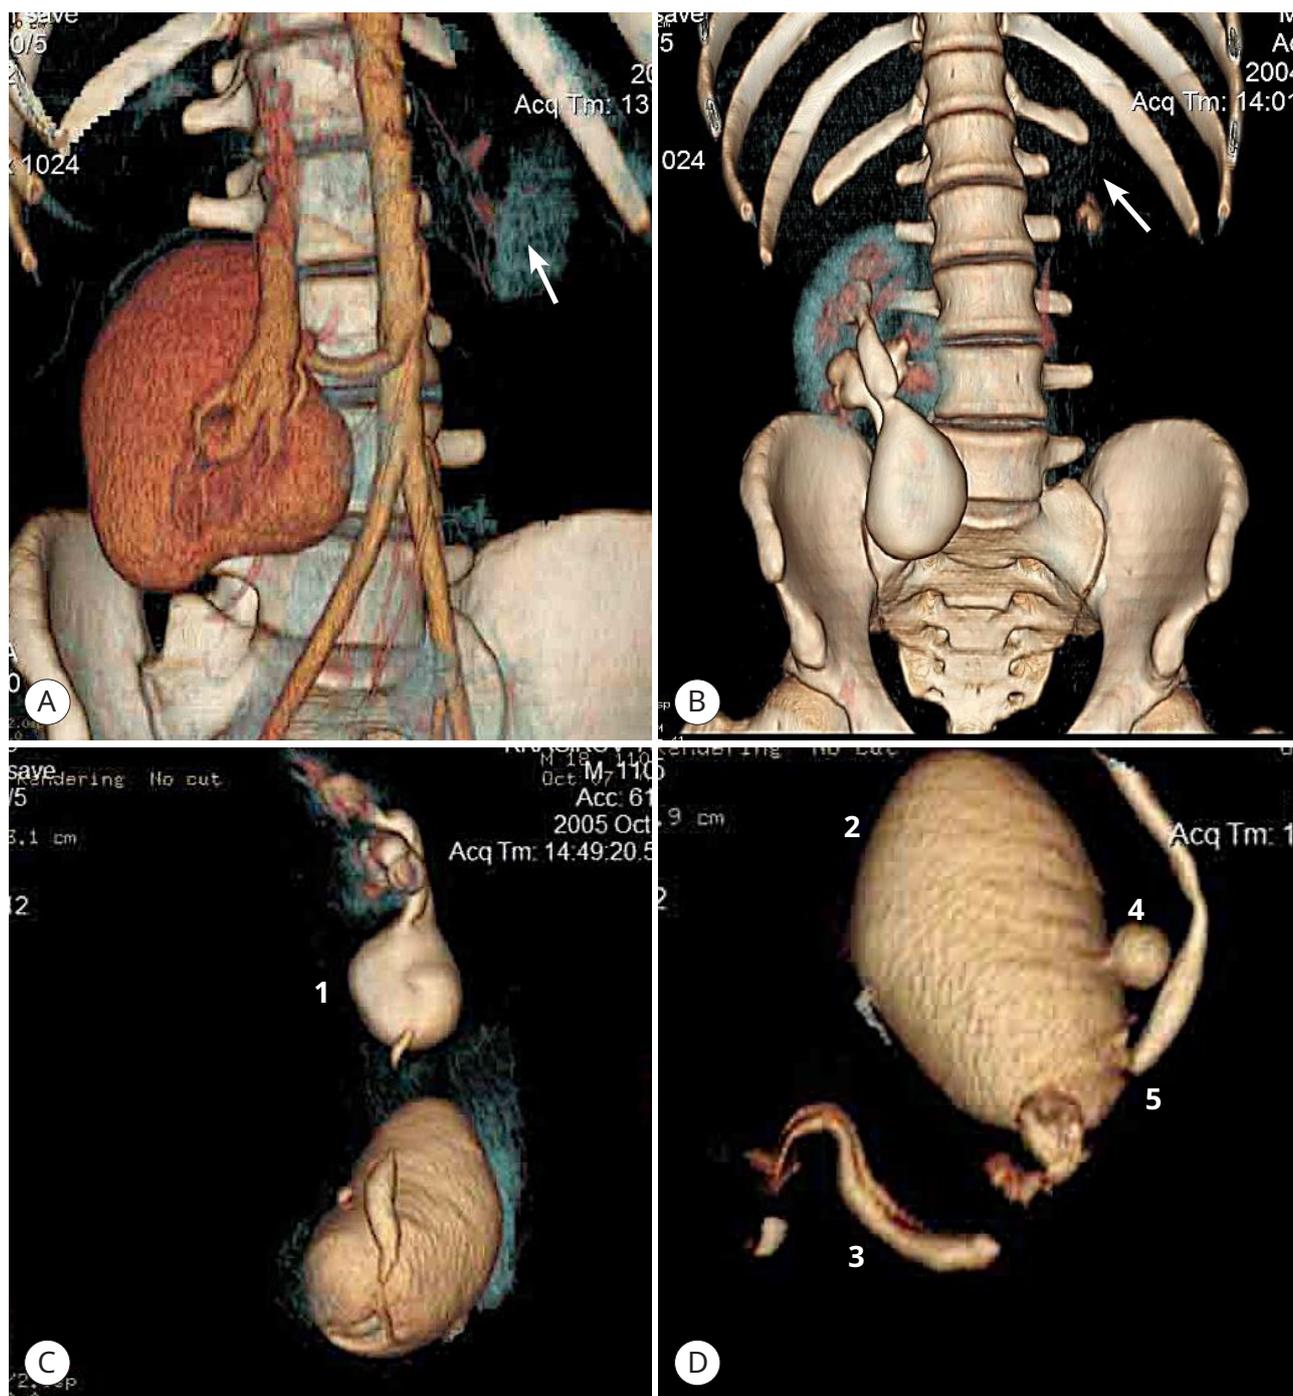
Компьютерные томограммы (А – D): рудиментарная левая почка (обозначена стрелкой), дистопия правой почки; аномалия собирательной системы: мегауретер (1), мочевой пузырь (2), удвоенная уретра (3), дивертикул задней стенки (4), мочеточник (5)
